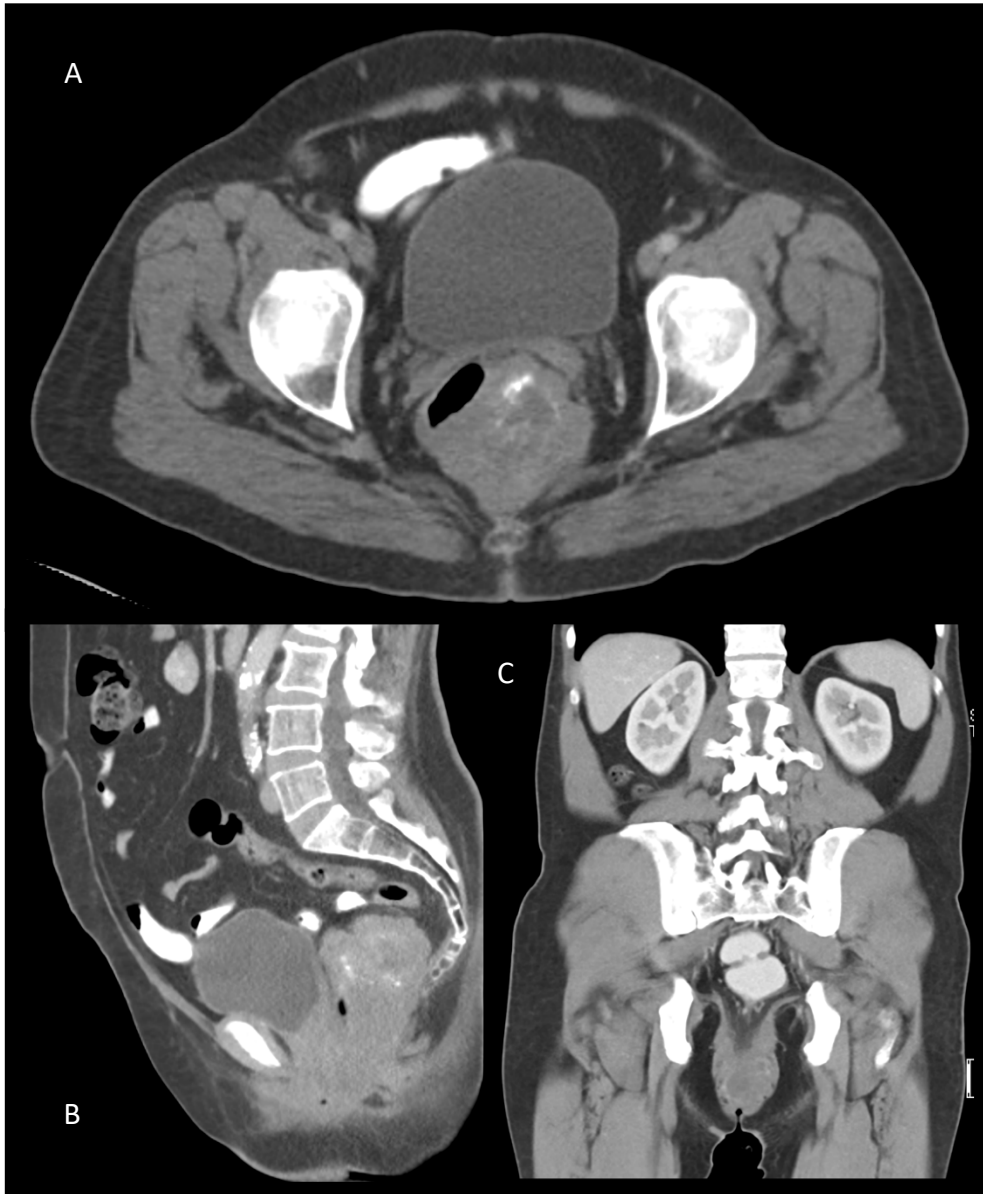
GIST rectal. Tomografía abdominopélvica con contraste oral e I.V. en plano axial (A), sagital (B) y coronal (C). Se observa lesión dependiente de la pared posterolateral izquierda del recto, con zona central hipodensa, bordes lobulados y realce moderado(D), con reporte histopatológico de tumor del estroma gastrointestinal.
